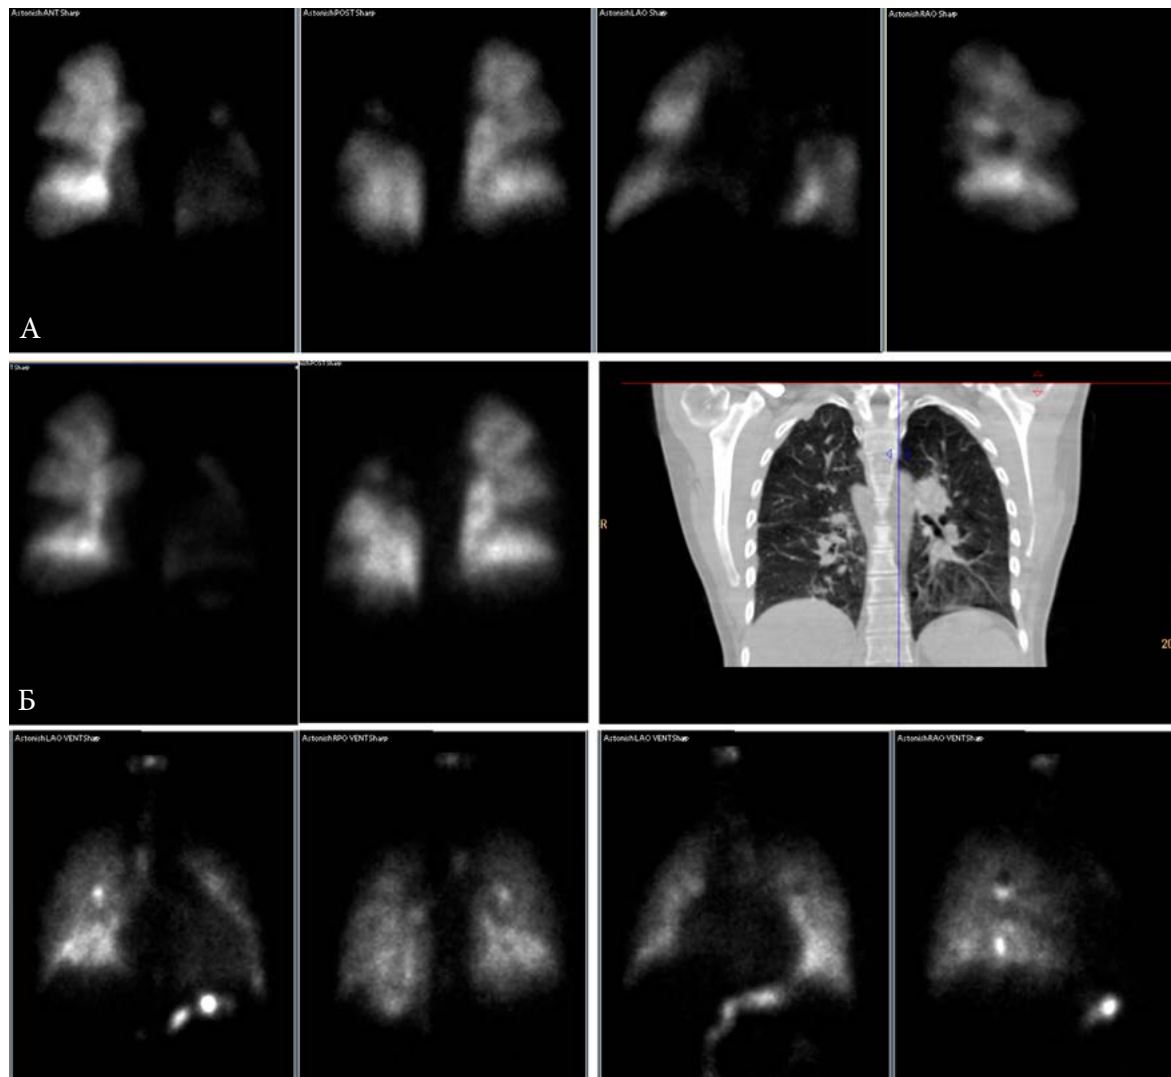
Данные перфузионной и вентиляционной сцинтиграфии в динамике у пациента 28 лет с массивной ТЭЛА, проксимальным тромботическим поражением легочного сосудистого русла, прогрессирующей СН, СДЛА 150 мм рт. ст. Пациент был направлен по жизненным показаниям на операцию тромбэндартерэктомии, завершившуюся безуспешно, и скончался через 6 дней вследствие тяжелой правожелудочковой недостаточности. По данным предоперационной сцинтиграфии (Б) обращает на себя внимание отсутствие изменений перфузии легких по сравнению с данными, полученными 1 год назад (А) – сохраняются четкие контуры дефектов перфузии, напоминающих острую ТЭЛА, хотя они объективно имеют давность более 1 года. Вентиляция легких не изменена, по данным КТ – классические признаки высокой ЛГ.
